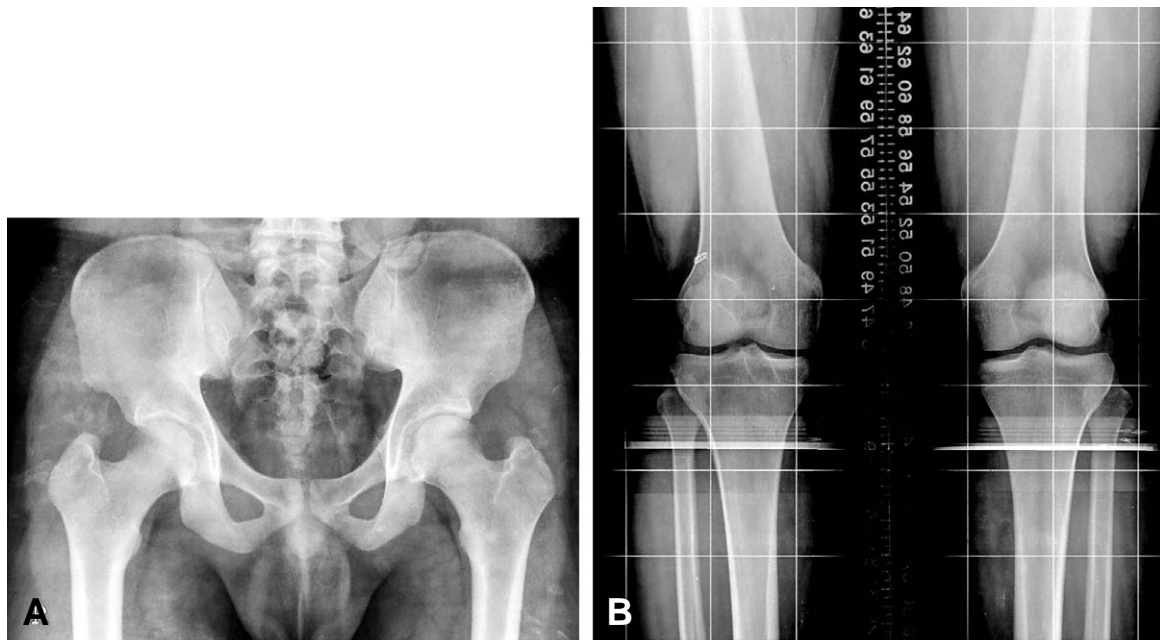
(A) Postoperative radiographs in pelvic anterior-posterior view showing Risser sign 5. (B) Bilateral antero-posterior view of lower limbs showing closed physes at postoperative 4 years.
